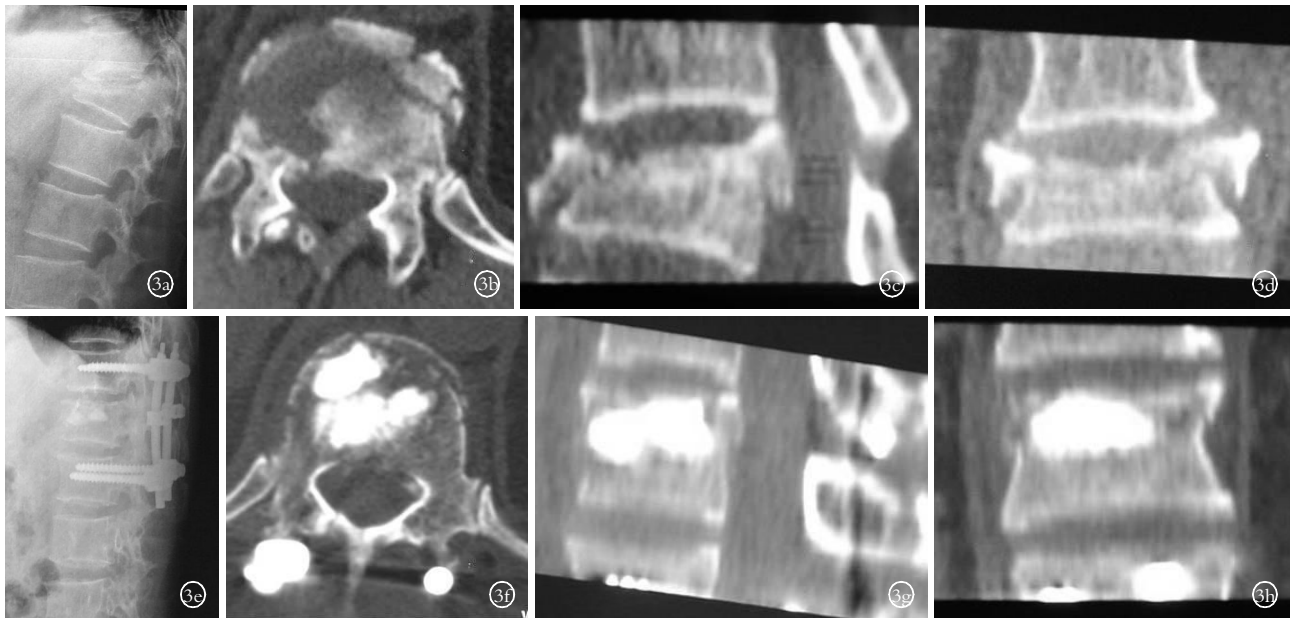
男,59 岁, T₁₂ 爆裂骨折后路椎弓根钉固定结合终板撑开复位椎体成形术 3a.术前 X 线片 3b.术前 CT 扫描 T₁₂ 爆裂骨折 3c,3d.术前 CT 重建显示中央终板塌陷明显 3e.术后 X 线显示椎体高度恢复正常 3f.术后 CT 扫描示椎体内空隙明显减少 3g,3h.术后 CT 重建显示椎体内空隙明显减少,中央终板复位良好
